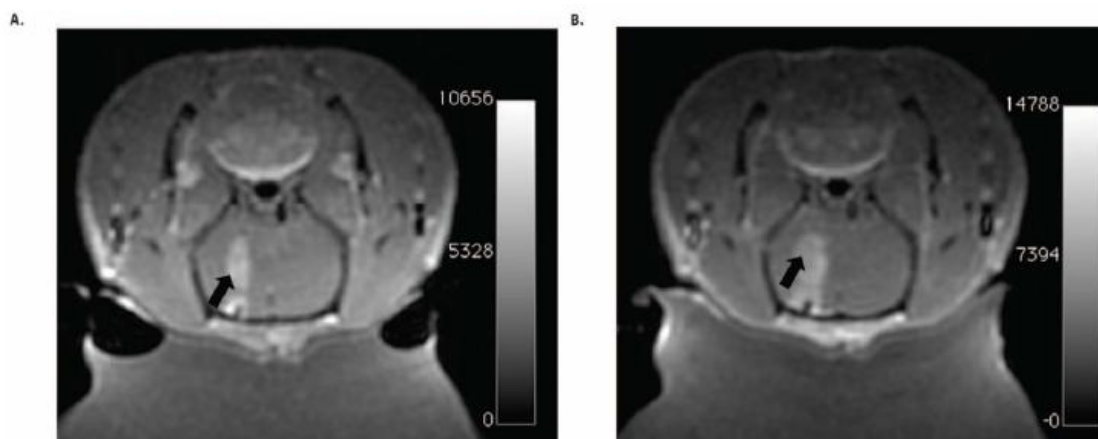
MRI para controlar a abertura da BHE, após a aplicação da Técnica de FU.(Arnold B. Etame et al., Focused ultrasound disruption of the blood brain barrier: a new frontier for therapeutic delivery in molecular neuro-oncology, 2012)
